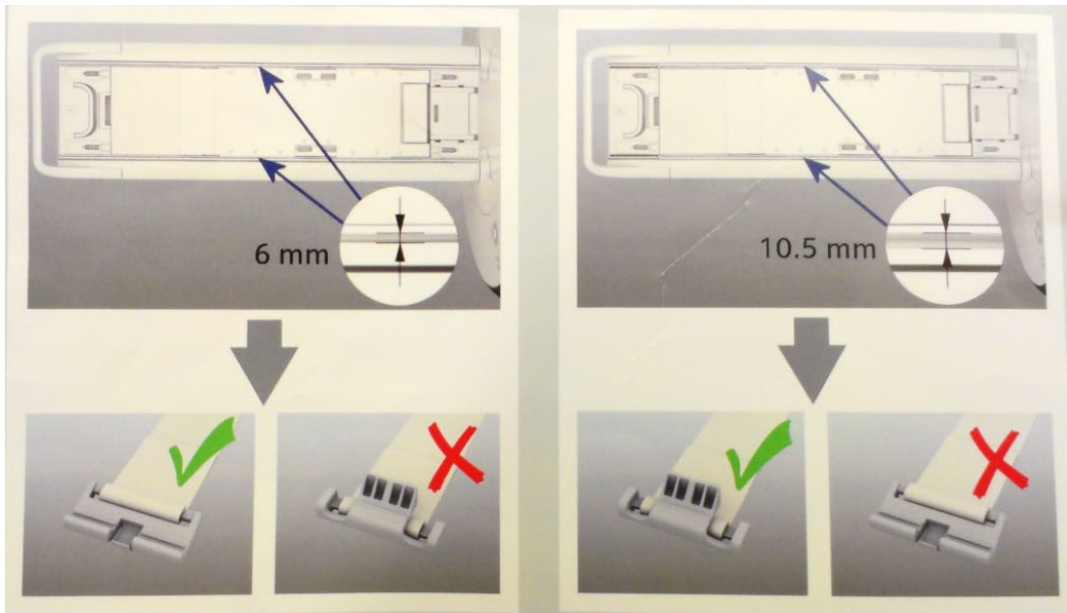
Colocación e instalación de correas en la mesa de IRM.
